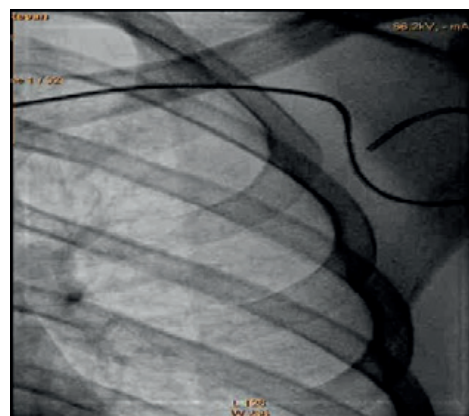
Рентгенограмма грудной клетки. Определяется часть обрезанного электрода в левой подключичной области.
